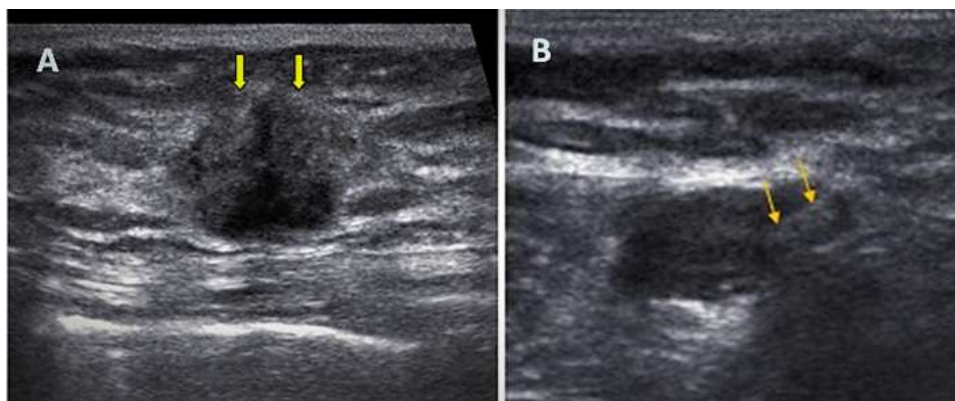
A) Lesión sólida altamente sospechosa al ultrasonido mamario (BIRADS 5), localizado en cuadrante infero externo de mama izquierda, coincidiendo con anomalía palpable de 1,3 x 1,2 cm. B) Imagen ultrasonográfica de ganglio linfático sospechoso de 1,5 cm. de diámetro mayor. Nótese área muy hipoeoica de aspecto nodular hilio excéntrico poco visible el cual se encuentra en el extremo derecho de la imagen (area ecogenica) señalado con flechas amarilla.
